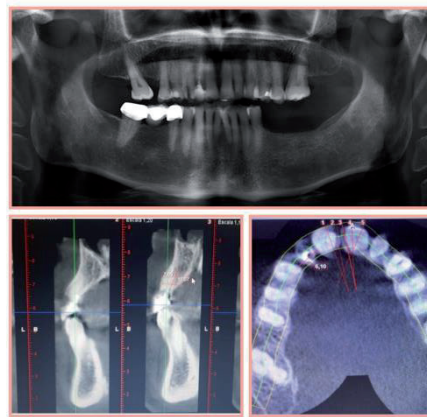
Ortopantomografía y CBCT.
